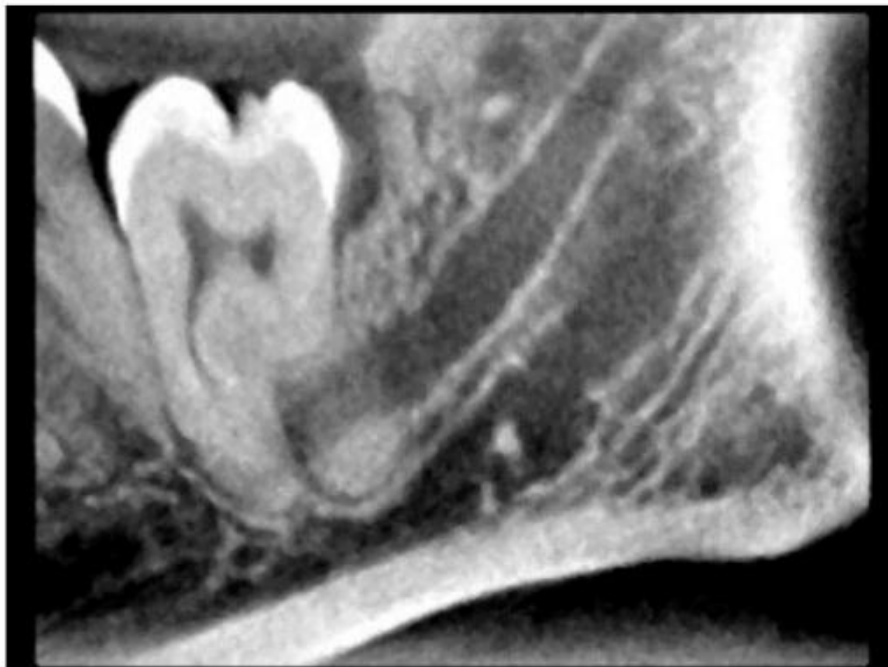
Cliché issu d'un examen à faisceau conique mettant en évidence le trajet du canal mandibulaire entre les racines d'une 38. (Radiographie du Dr Viennet)
